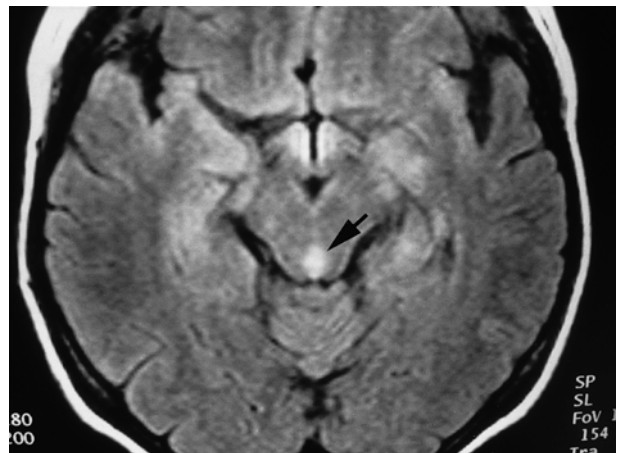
FLAIR image of MRI demonstrates, periaqueductal high intensity signal. (arrow)
